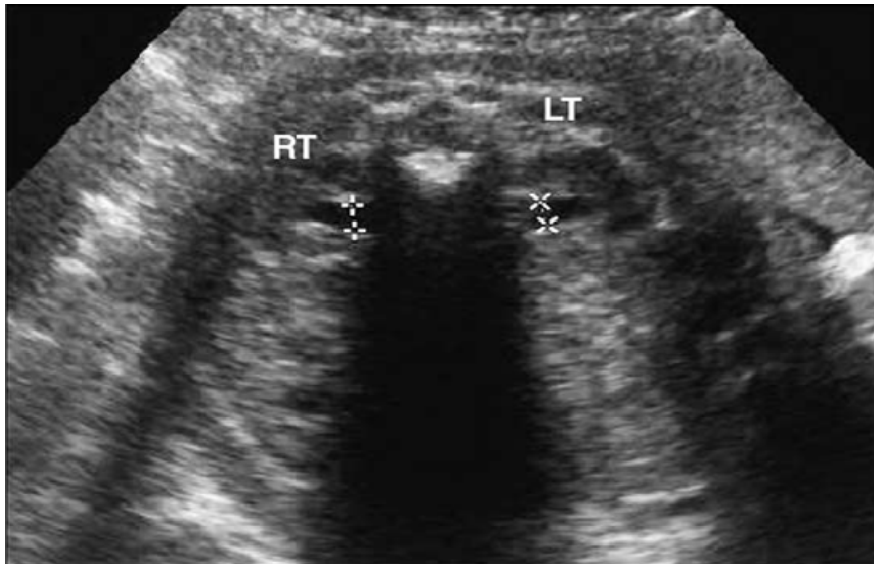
Ultrassonografia fetal com aproximadamente 25 semanas de gestação, evidenciando uma visão transversa dos rins, onde os pontos demonstram como é realizada a medida do diâmetro antero-posterior (Pates and Dashe, 2006).
